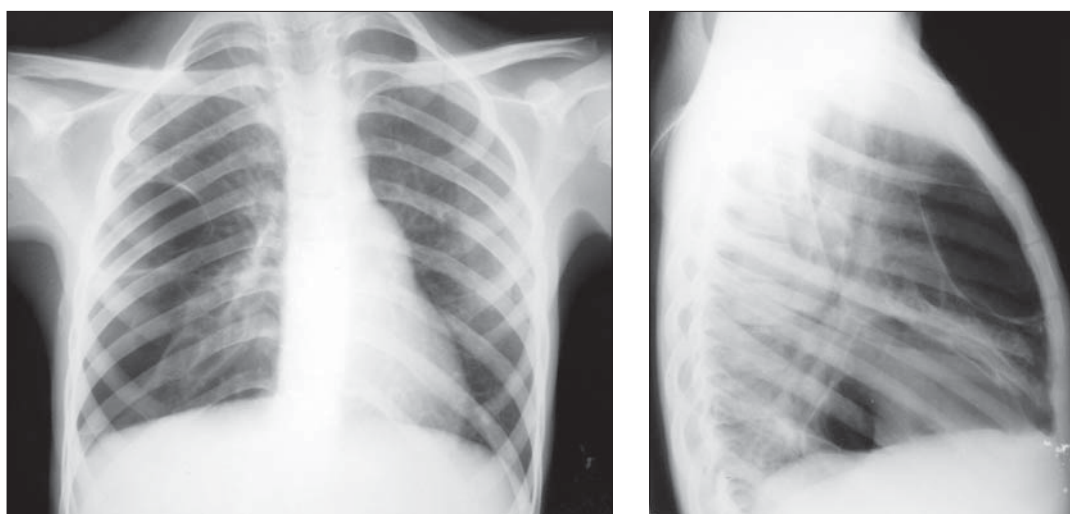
Chiste aerice pulmonare. Radiografie toracică PA și LL drept. Imagini transparente, bine delimitate de o fină linie opacă.
